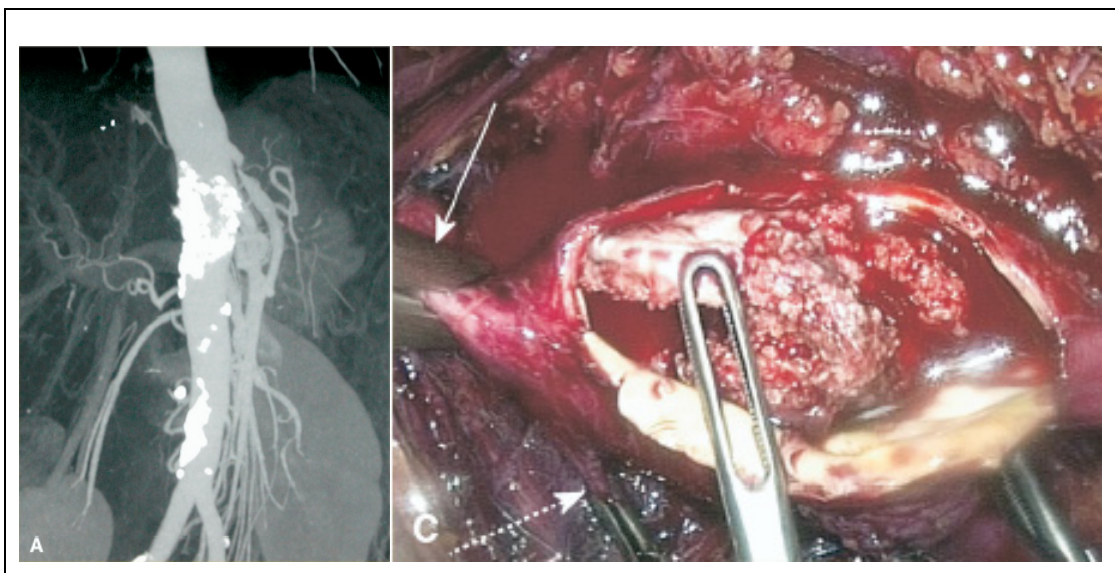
links: präoperatives Angio-CT teilokkludierter visceraler Aorta
